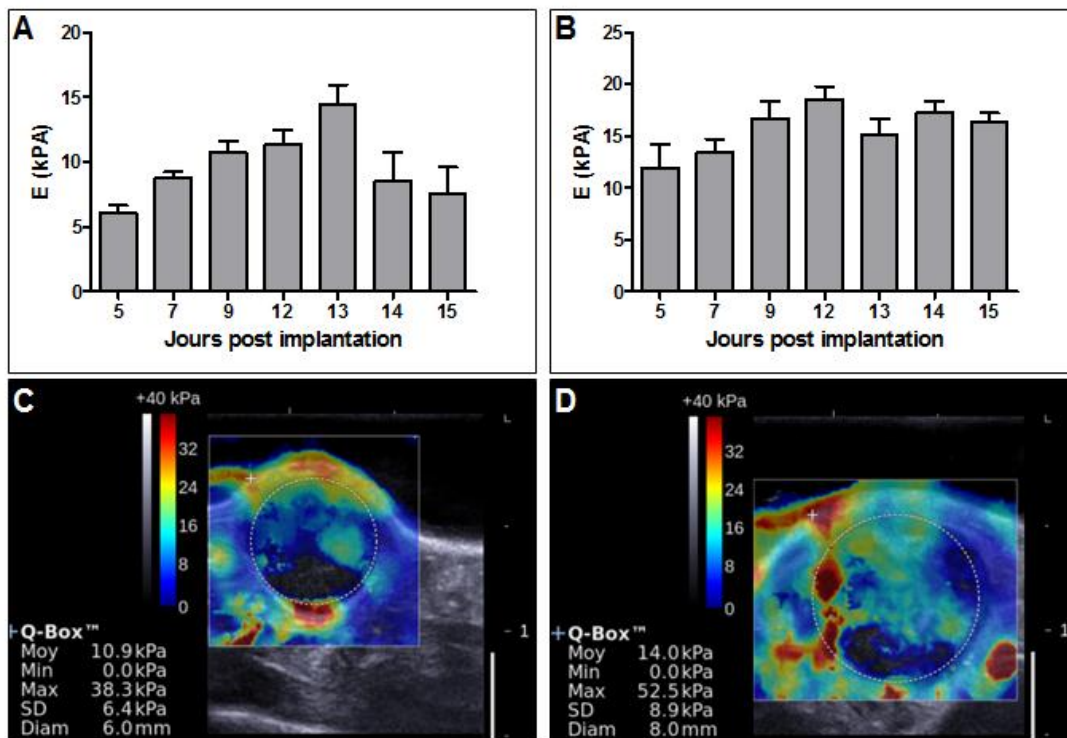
Suivi de l'élasticité par échographie pour le modèle ectopique (A) et le modèle orthotopique (B).
